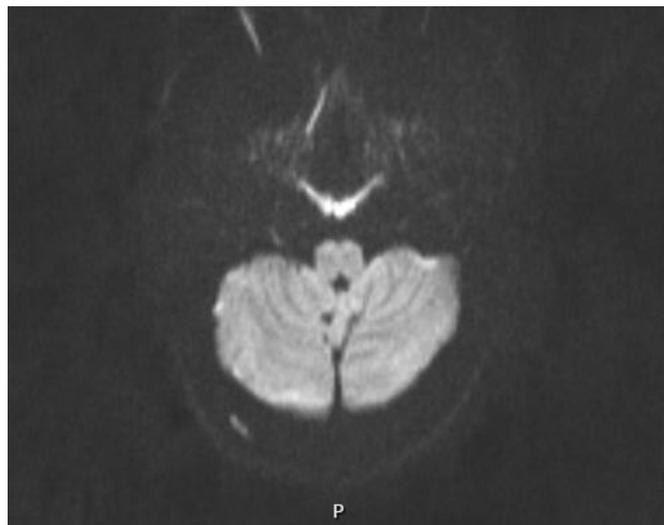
RMN doente 2. Realce leptomeníngeo dos hemisférios cerebelosos.
